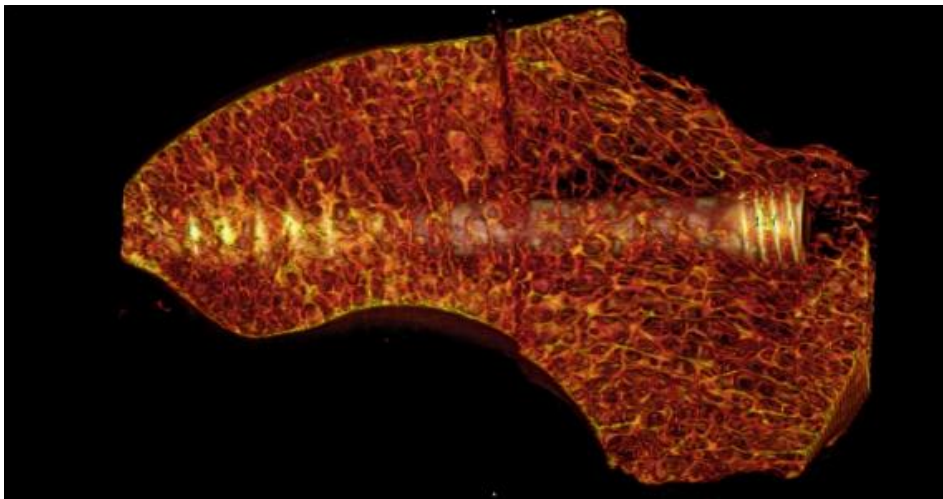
Darstellung der Probe SC 35 als 3D Rekonstruktion aus dem μ CT.
